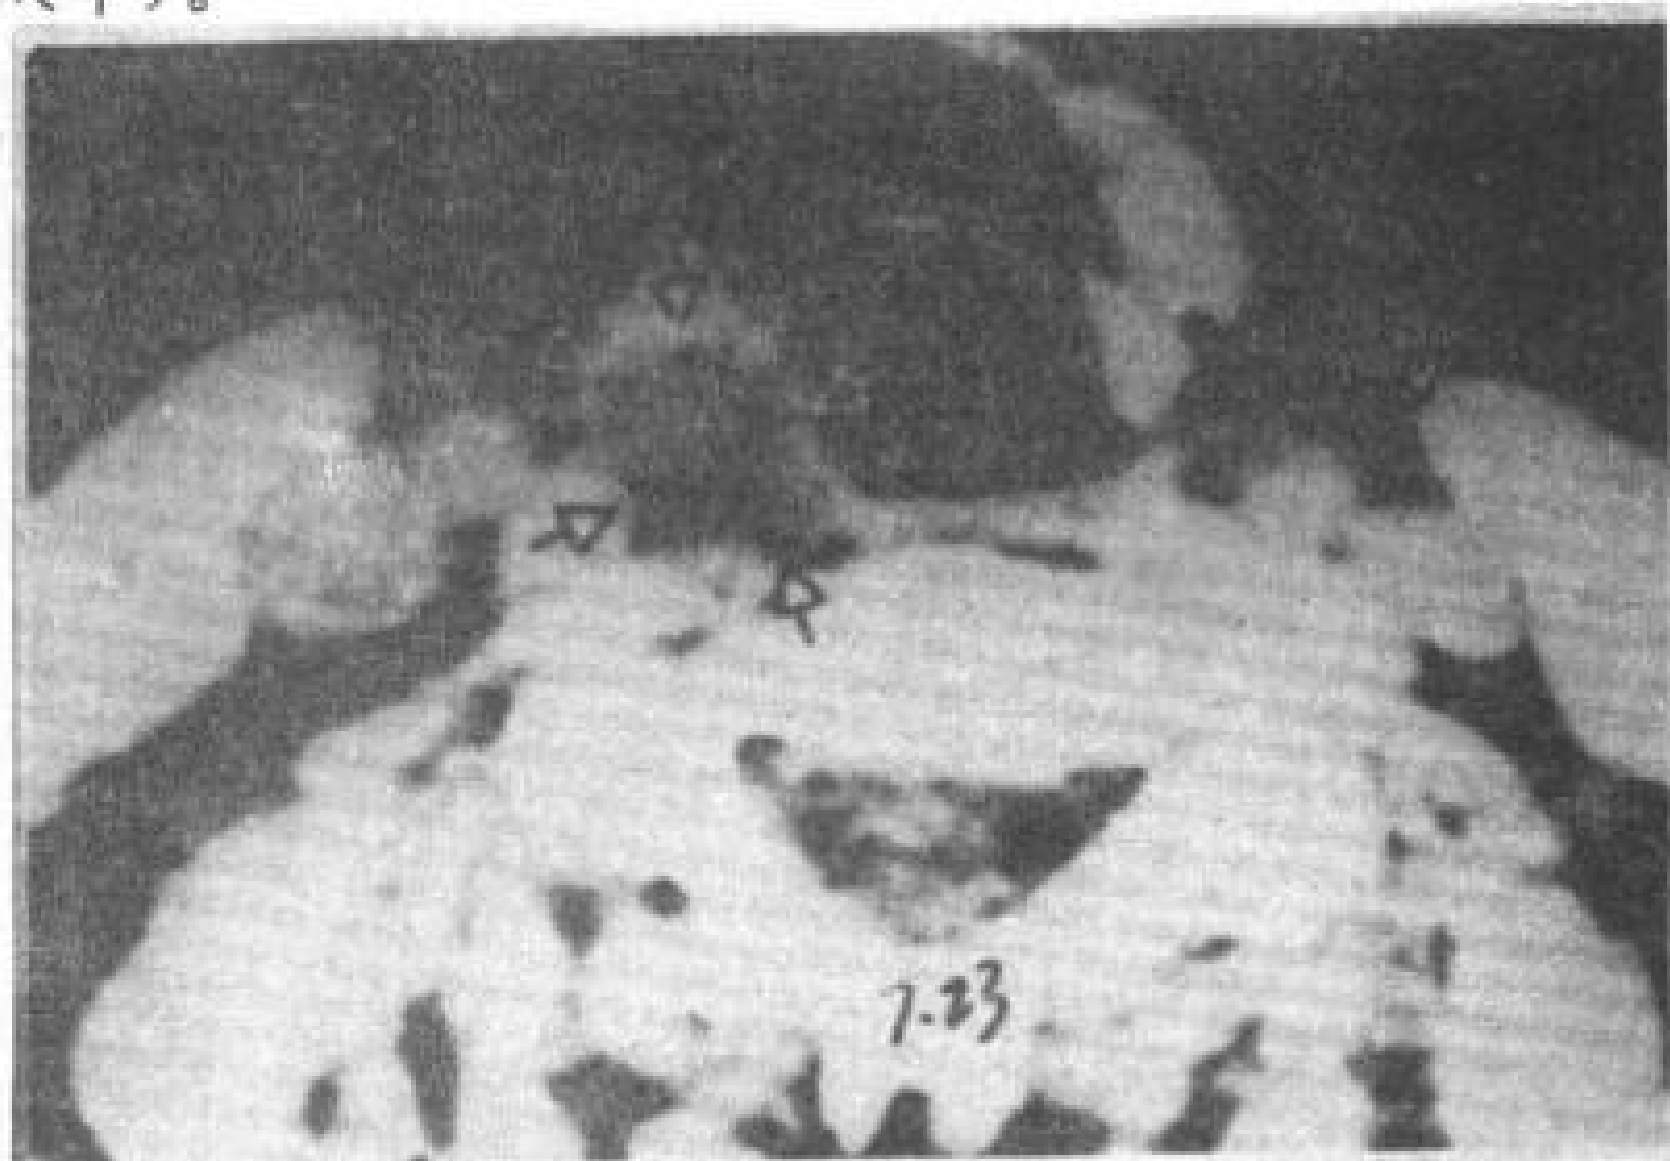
颈前脊索瘤,静脉内注射造影剂后在 C<sub>4</sub> 平面 CT 扫描,显示了软组织肿块(箭头),没有骨质破坏。
